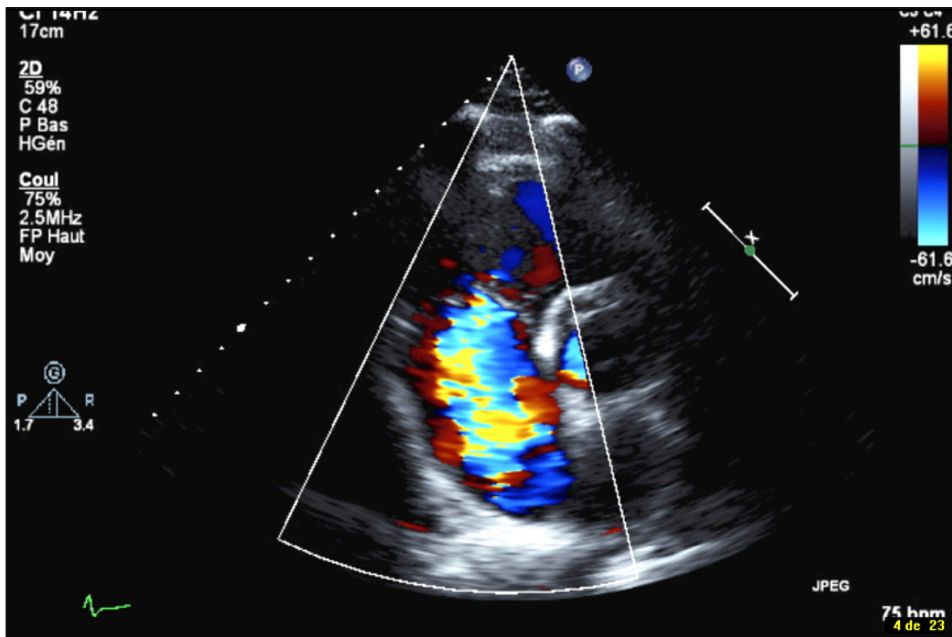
ETE con doppler-color, dónde se observa insuficiencia tricúspide severa.
